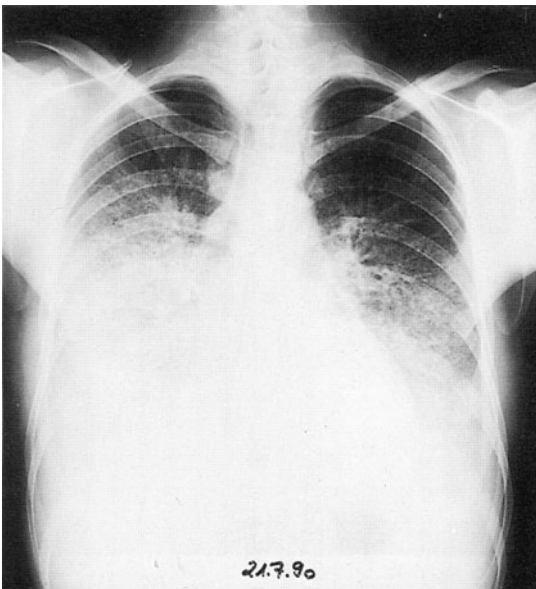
Thorax-Röntgenaufnahme des gleichen Patienten vom 21.07.90
